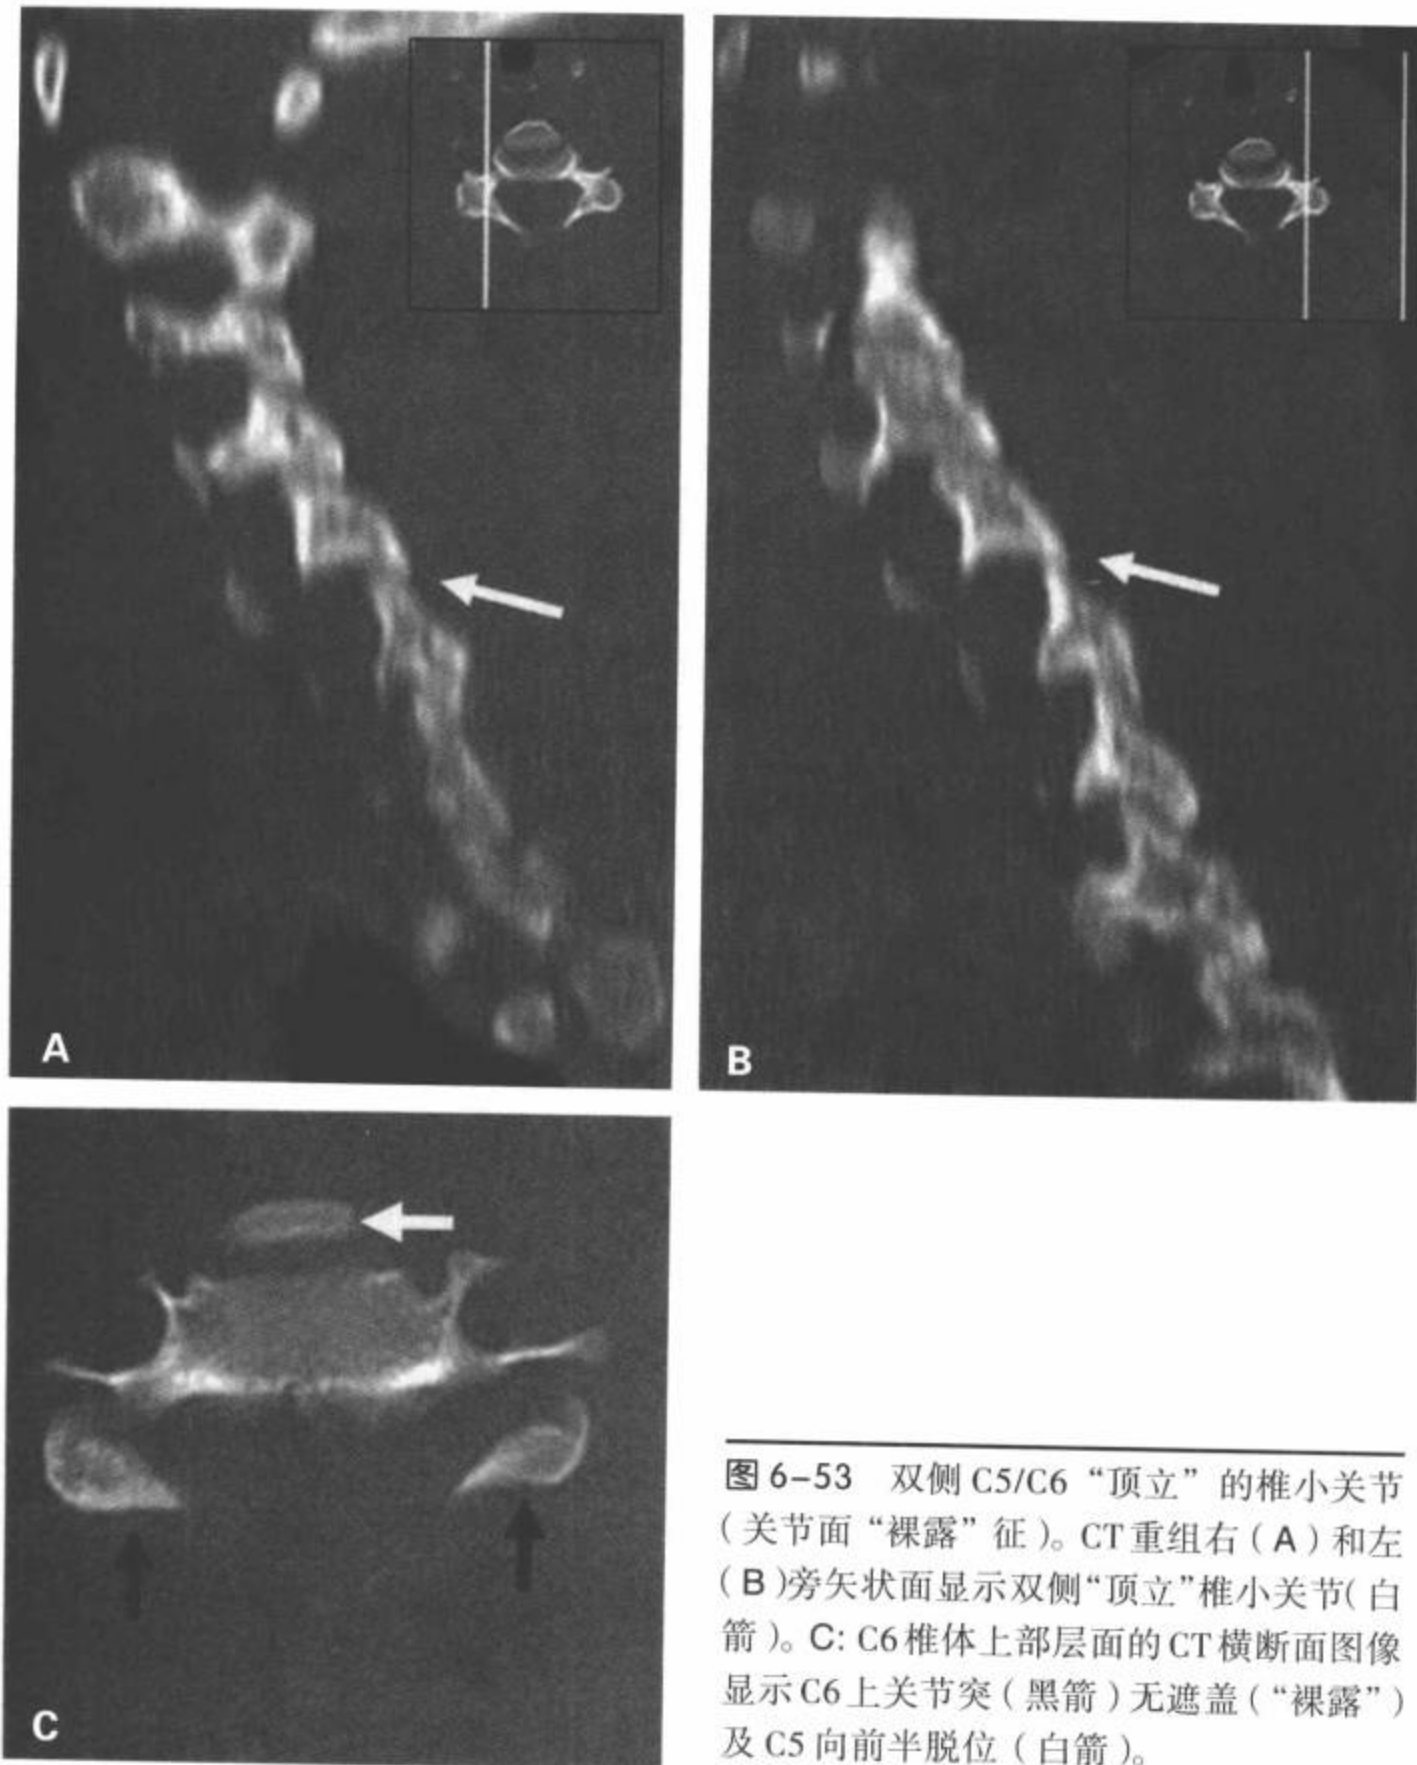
双侧 C5/C6 “顶立”的椎小关节 (关节面“裸露”征)。CT 重组右 (A) 和左 (B) 旁矢状面显示双侧“顶立”椎小关节 (白箭)。C: C6 椎体上部层面的 CT 横断面图像显示 C6 上关节突 (黑箭) 无遮盖 (“裸露”) 及 C5 向前半脱位 (白箭)。
